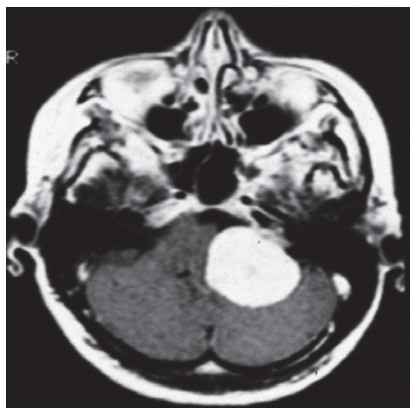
МРТ головного мозга до операции: выявляется ВШ справа, компримирующая ствол головного мозга
